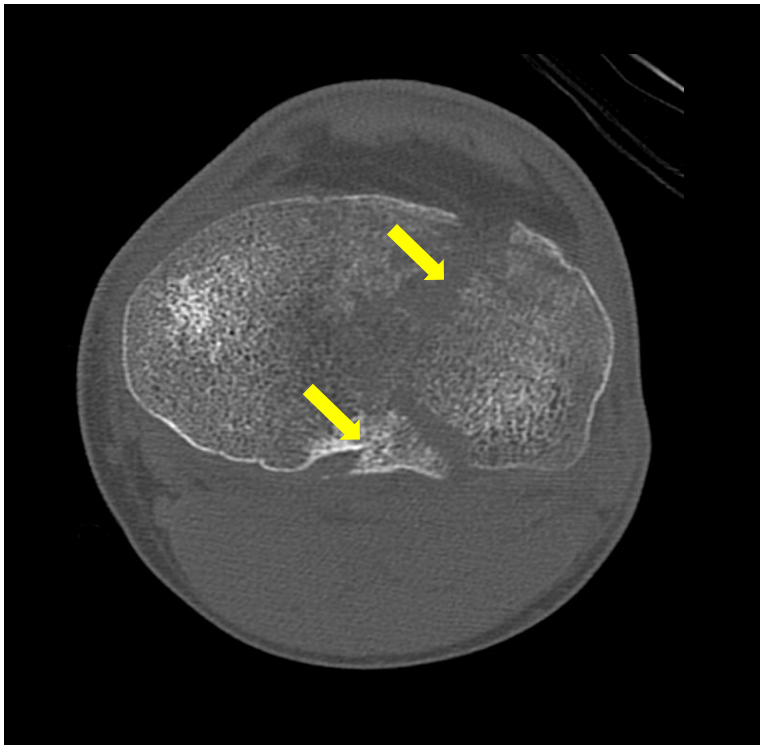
Viste axial de TC de rodilla (ventana hueso). Fractura de meseta tibia que afecta a la columna medial y posterior, con fragmento independiente en cada una de ellas (flechas amarillas)
